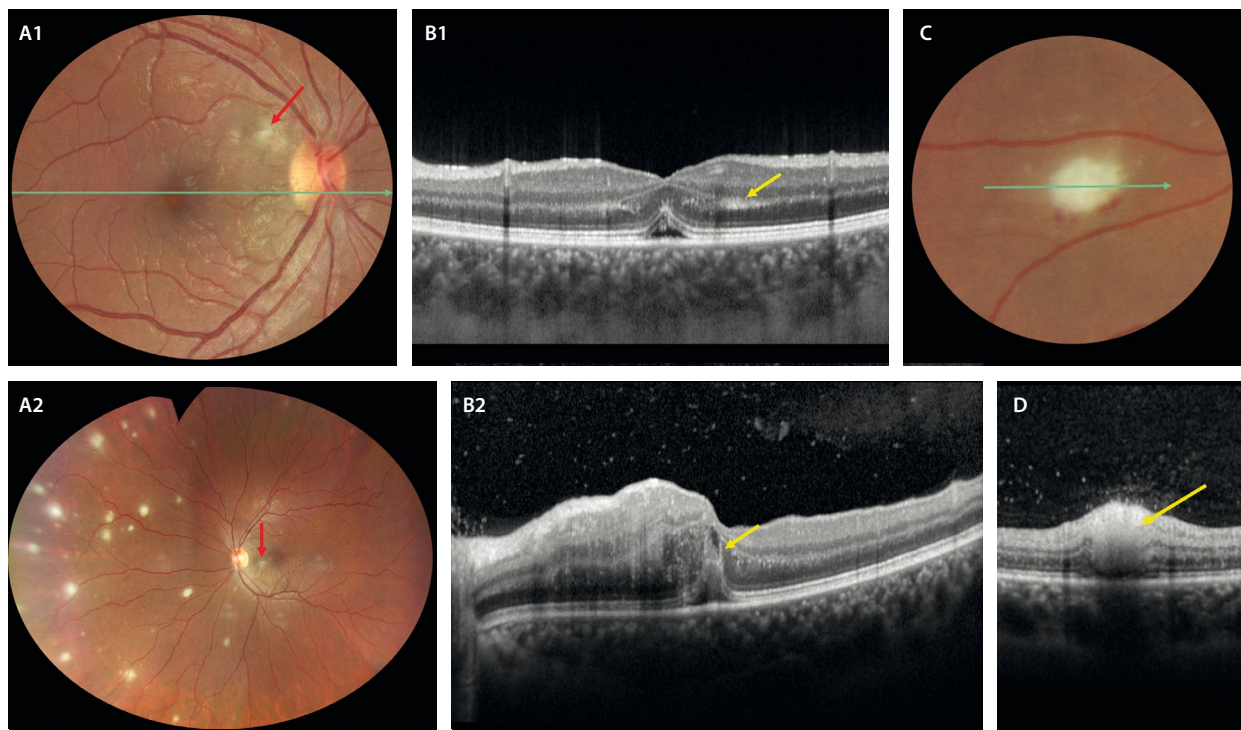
Retinitis multifocal en la enfermedad de Behçet. A1 y A2) La retinografía muestra signos de vasculitis arteriolar (flecha roja) y múltiples focos de retinitis (A2). B1 y B2) La tomografía de coherencia óptica macular demuestra datos de una neurorretinitis oclusiva con un desprendimiento del neuroepitelio bilateral. En B1 se aprecia una hiperreflectividad en la capa plexiforme externa (flecha amarilla). En B2 se ven líneas hiperreflectivas verticales (flecha amarilla) y puntos hiperreflectivos en capas medias. Además, destaca la vitritis como puntos hiperreflectivos en el vítreo. C) La retinografía destaca un foco de retinitis oclusiva característico, de color blanco y con hemorragias alrededor. D) La tomografía de coherencia óptica refleja la localización de la hiperreflectividad en las capas internas retinianas (flecha amarilla).
